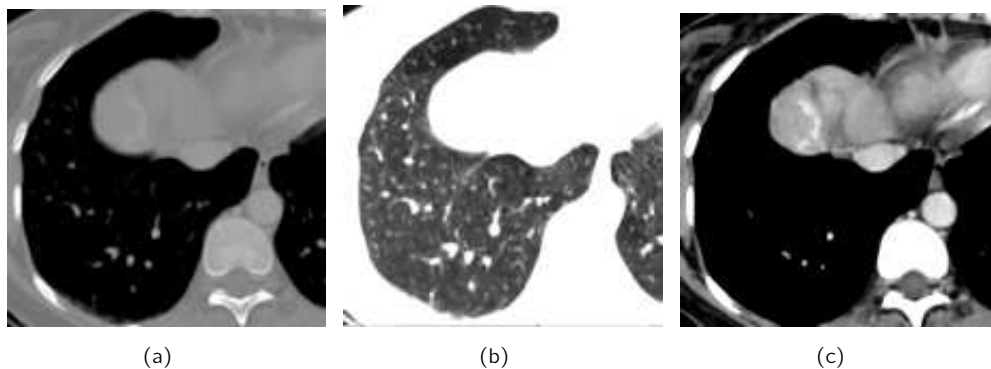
Darstellung des Ausschnitts aus einem CT-Bild der Lunge mit verschiedenen Fensterungen. (a) Darstellung der vollständigen Bildinformation, (b) Fensterung der Lunge, (c) Fensterung zur Darstellung der Herzregion. Quelle: [Poh04]
